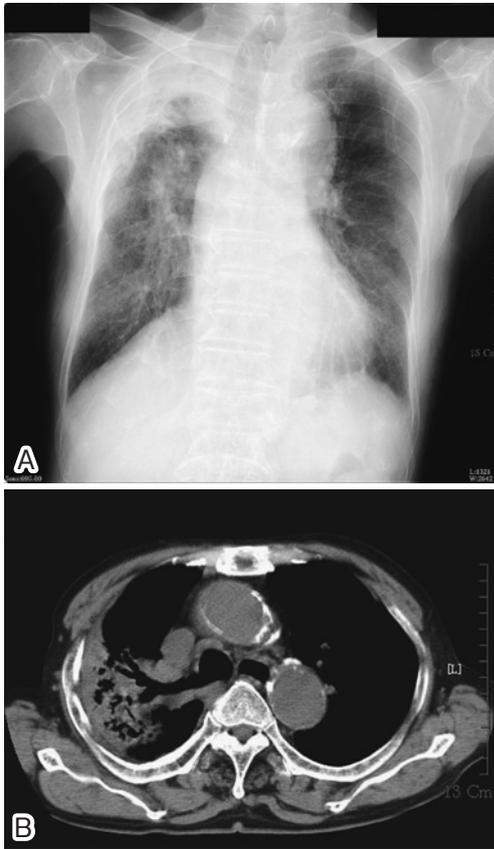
Chest radiograph on admission showed consolidation in the right upper lung field and elevation of the right diaphragm (A). Chest CT scan on admission showed consolidation of the right S¹ and S² with bronchiectasis (B).
